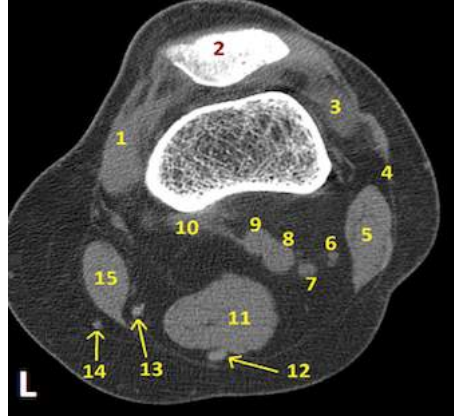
Aksiyal diz BT (A), MPR sagittal rekonstrüksiyon (B), koronal rekonstrüksiyon (C) görüntüleri
